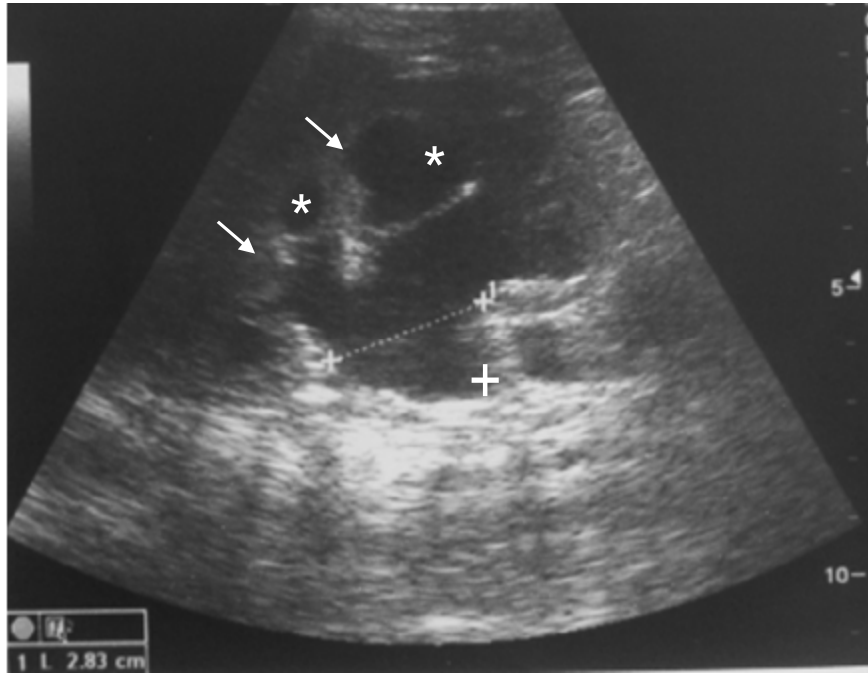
Image échographique montrant une DUPC gauche avec un pyélon mesuré à 2.8cm de diamètre (pointillés), laminant le parenchyme rénal (flèches) chez un patient âgé de 9 mois, porteur de VUP.
